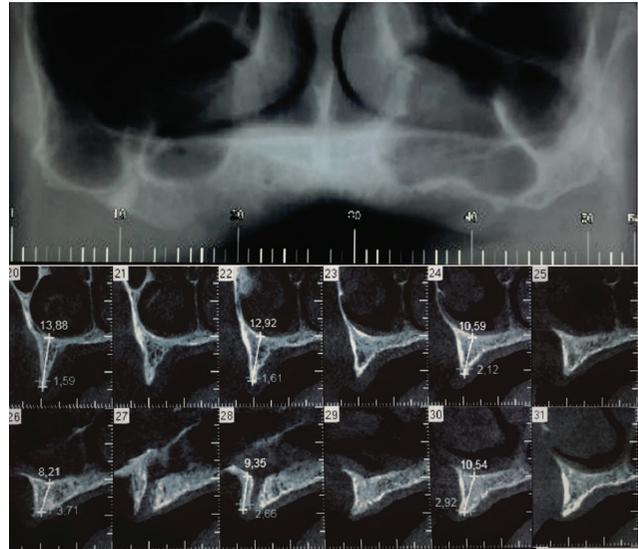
Tomografia computadorizada inicial mostrando atrofia óssea na região anterior.
